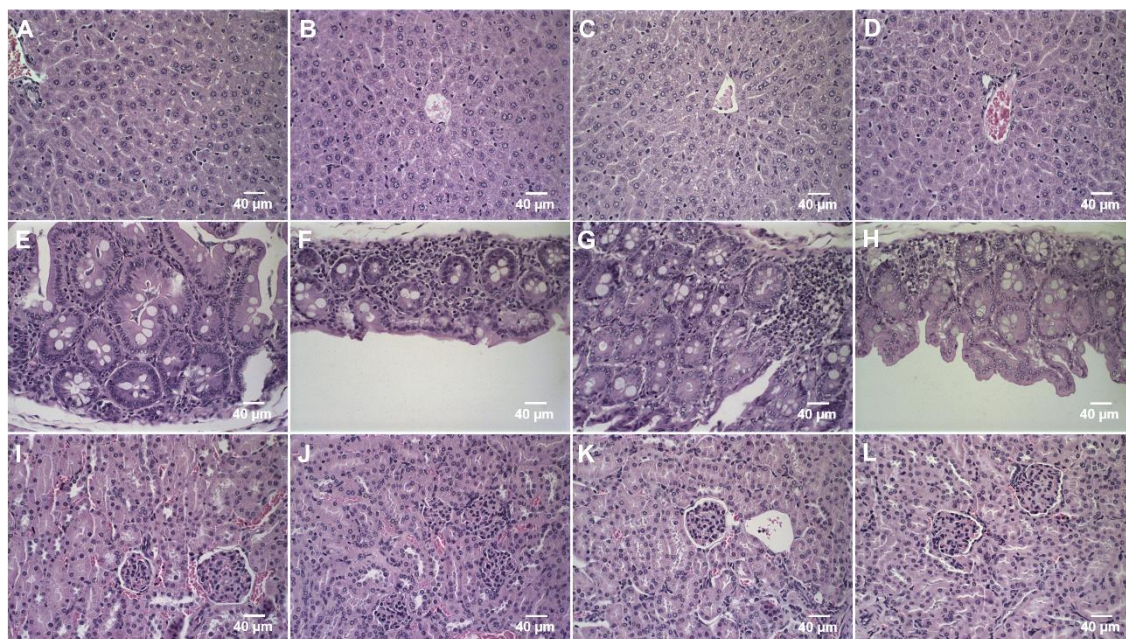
Análise histopatológica da toxicidade hepática e intestinal. Cortes histológicos de tecidos de camundongos BALB/c fêmea portadores de tumor colorretal CT26 tratados com IRN livre, SpHL-IRN ou SpHL-IRN-FOL corados por hematoxilina e eosina. (A) Fígado do grupo controle. (B) Fígado tratado com Fre-IRN. (C) Fígado tratado com SpHL-IRN. (D) Fígado tratado com SpHL-IRN-FOL. (E) Intestino Grosso do grupo controle. (F) Intestino grosso tratado com IRN livre. (G) Intestino grosso tratado com SpHL-IRN. (H) Intestino grosso tratado com SpHL-IRN-FOL. (I) Rim do grupo controle. (J) Rim tratado com IRN livre. (K) Rim tratado com SpHL-IRN. (L) Rim tratado com SpHL-IRN-FOL. Ampliação de 40x.
